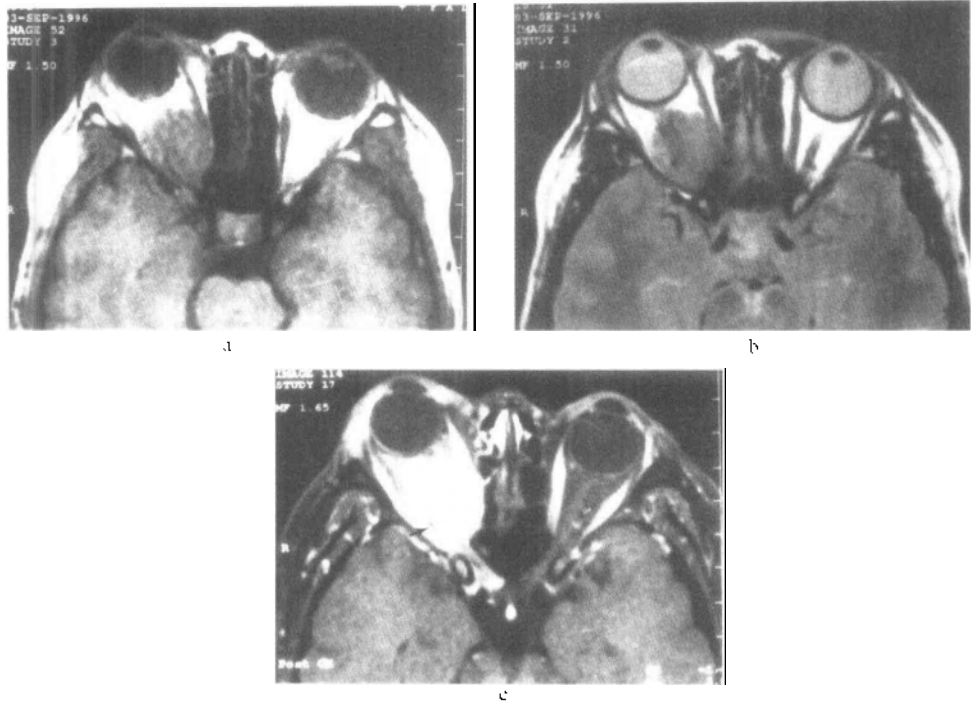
眶内段和视神经管内段视神经鞘脑膜瘤，MRI 横断面
